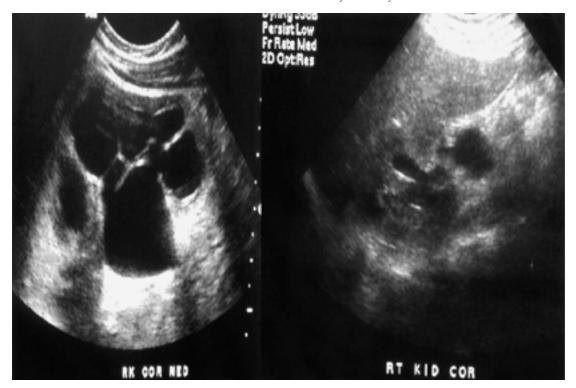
A la izquierda, ultrasonido durante la primera semana de vida extrauterina, el cual evidencia un sistema colector duplicado con gran dilatación del polo renal inferior derecho. A la derecha, ultrasonido de control al cuarto mes del postoperatorio con resolución de la hidronefrosis.
